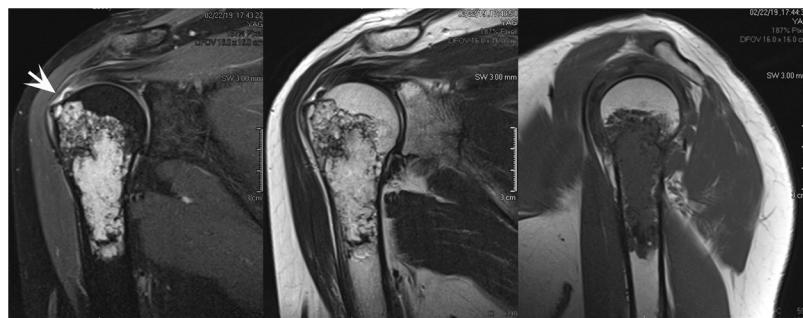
En la RM hay ruptura total del tendón supraespinozo en la huella (flecha) y tendinosis del infraespinozo.
